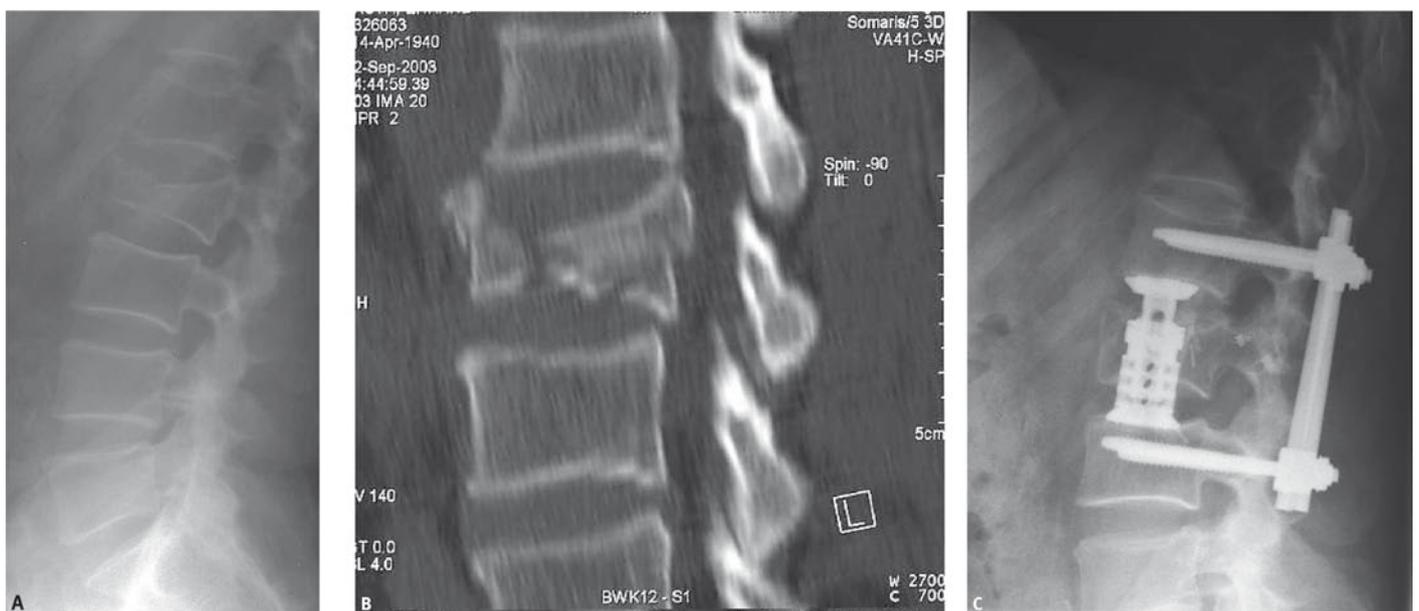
LWK1, A2.3, m, 63 Jahre, zweizeitige Versorgung, A: präop, B: CT präop; C: postop.
